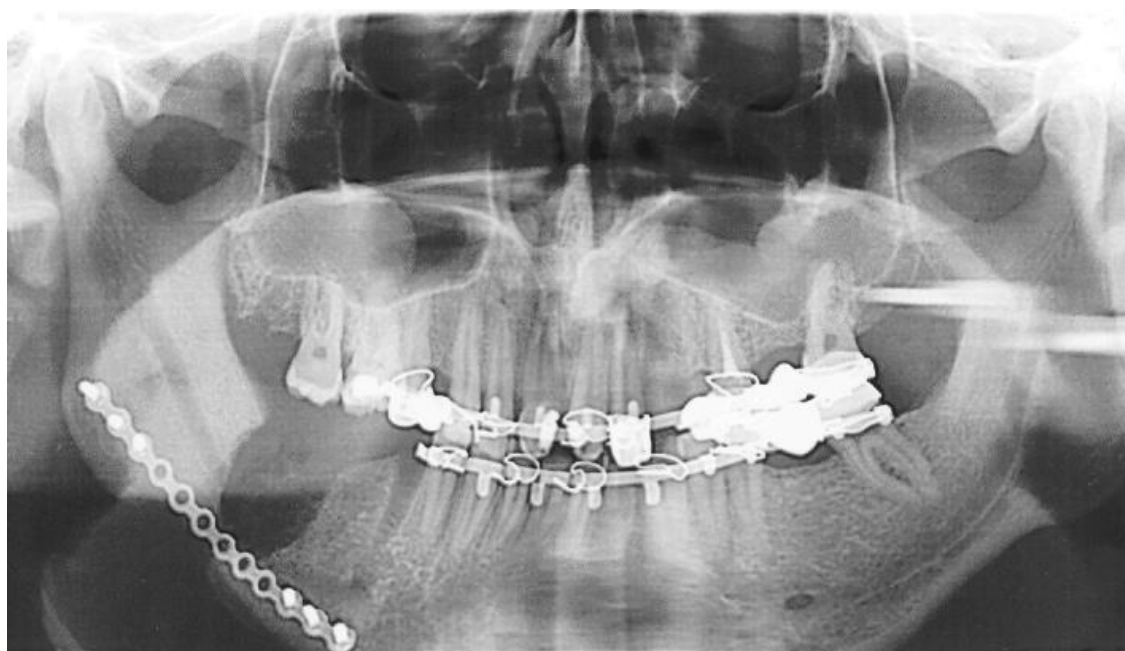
Ортопантомограмма больного М.А.И., 31 год, на 14 сутки лимфотропной терапии послеоперационного лечения.
